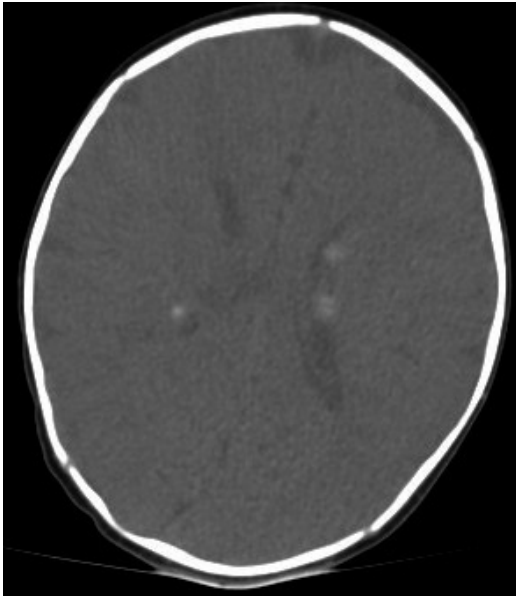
TAC-CE do Caso Clínico 2: nódulos subependimários em toda a extensão dos ventrículos laterais e túberos corticais nos lobos frontais, parietais, occipitais e temporais, sendo a mais volumosa à direita, na região supra-silvica.
